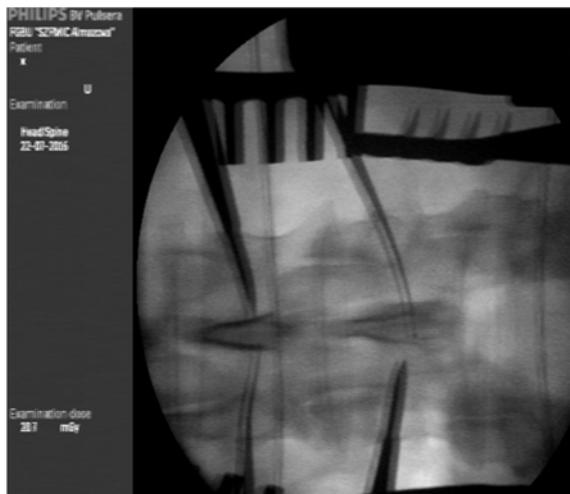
Пример стереорентгеновской визуализации дужек позвонка
